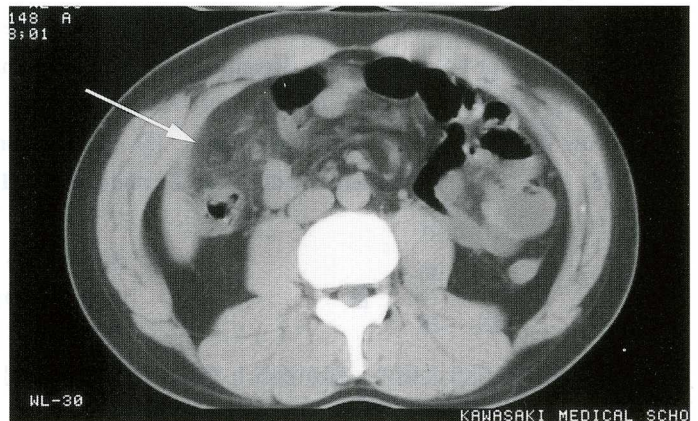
腹部単純CT検査：上行結腸の前方の脂肪層の中に同心円状のfat densityの構造を認めた (矢印)。
